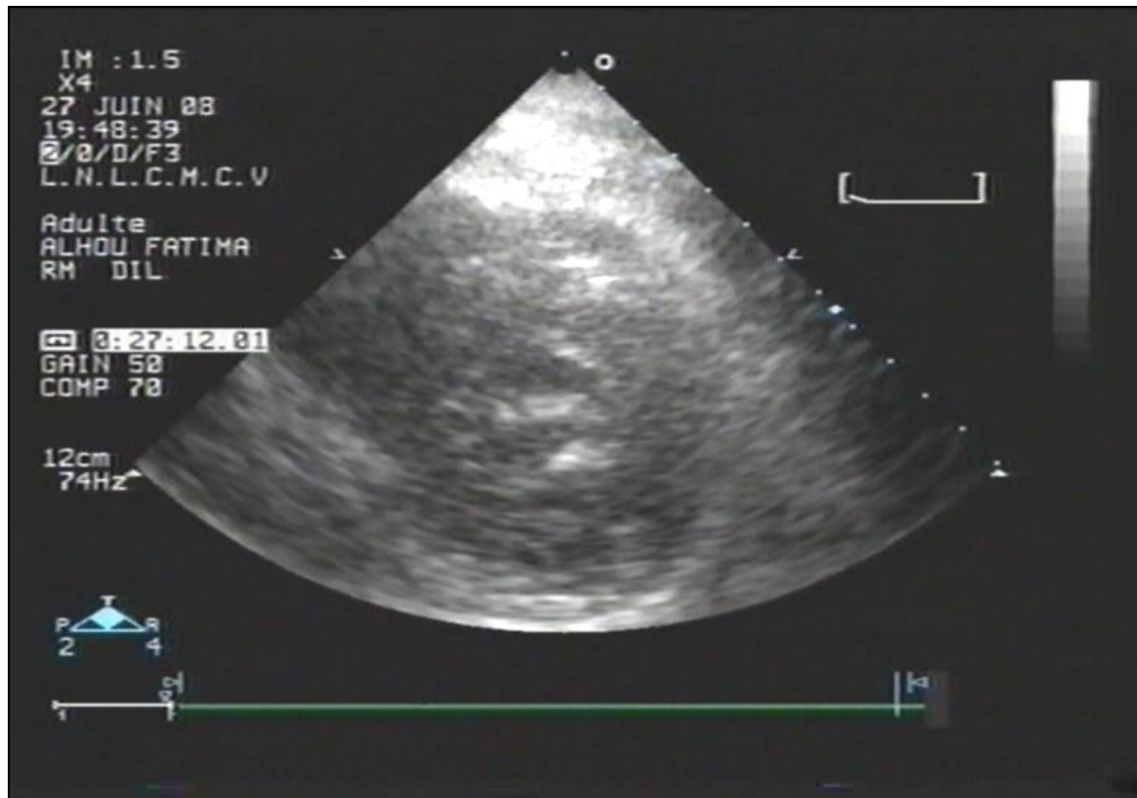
C'est une échographie 2D en coupe transverse montrant des valves mitrales avec des calcifications grade 2, sous forme de gros nodules du feuillet antérieur et postérieur, paracommissuraux, avec une belle ouverture bicommissurale. Même degré d'ouverture des deux cotés.
